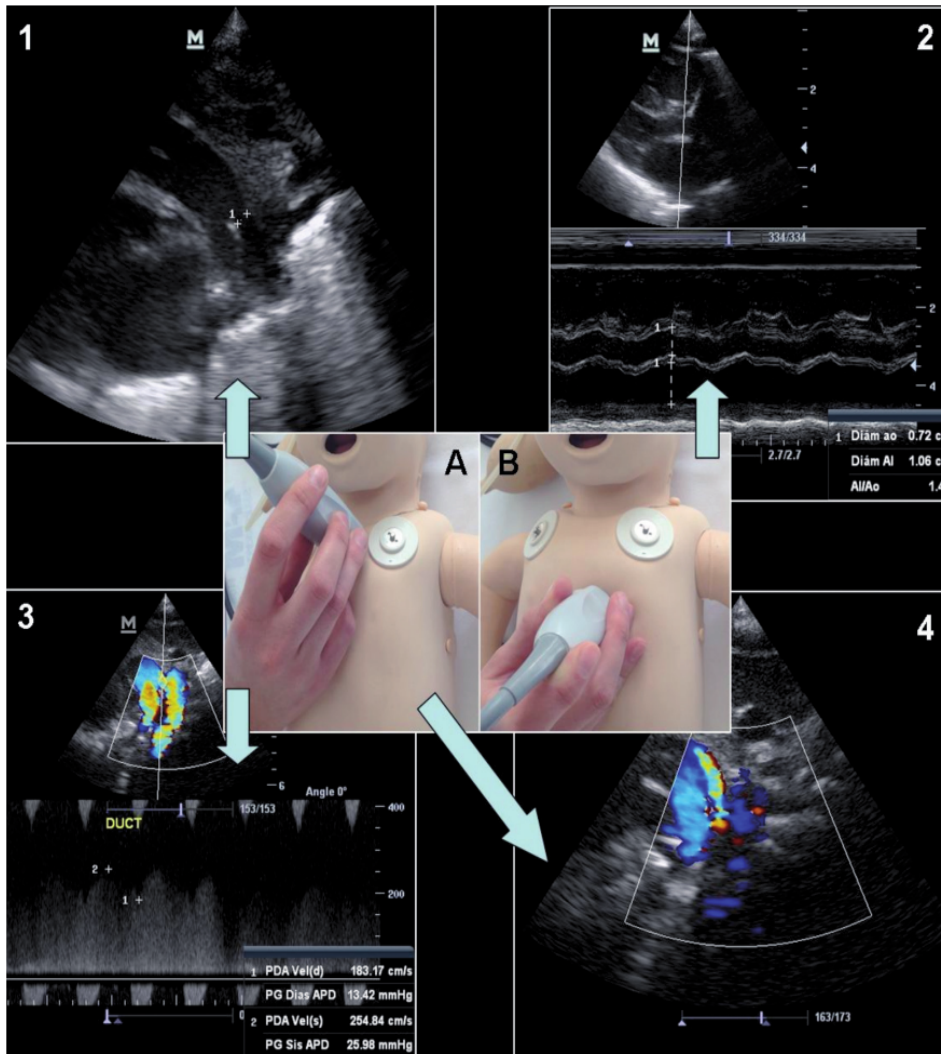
Valoración del ductus arterioso. Tomado de Arruza L y Corredera A. 2014, con permiso de los autores. 1. Medición del diámetro del ductus en modo 2D. 2. Medición de la relación AI/Ao en modo M. 3. Valoración del flujo del ductus mediante Doppler color. A. Proyección supraesternal. B. Proyección paraesternal eje largo. AI: aurícula izquierda; Ao: aorta; 2D: 2 dimensiones.
